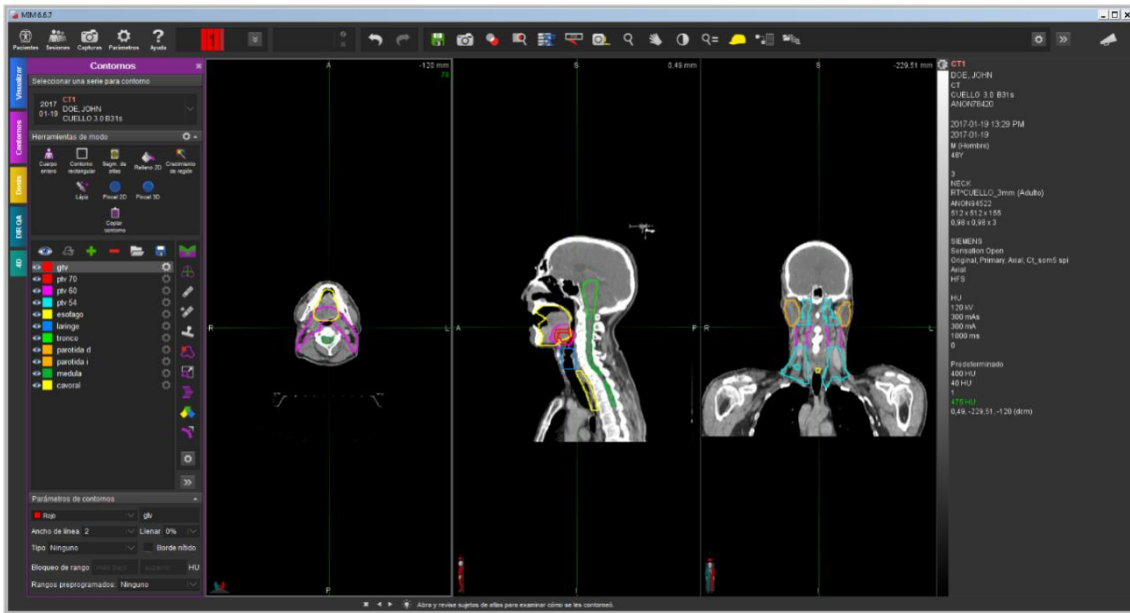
TC de planificación del tratamiento con radioterapia en tumores de cabeza y cuello. Fuente: Elaboración propia (Servicio de Radioterapia de ERESA del Hospital General Universitario de Valencia).
